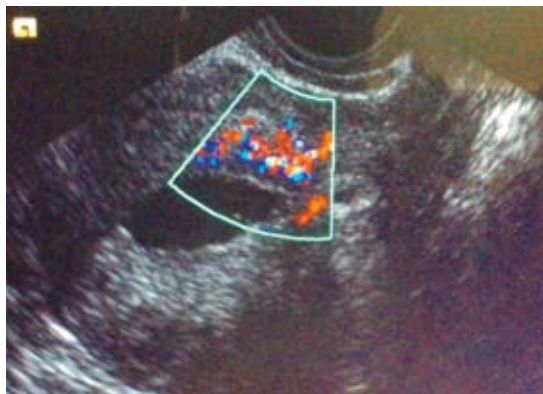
Corte sagital del útero; histerosonografía con Doppler donde se observa flujo en el miometrio y endometrio, e integridad de la línea endometrial.
